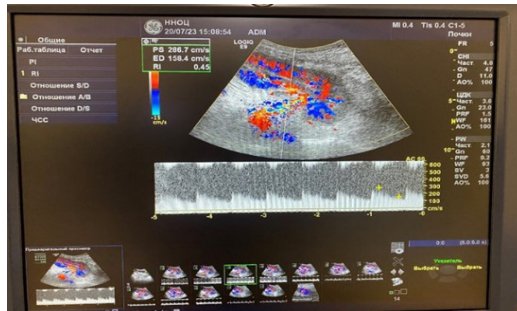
Восстановление перфузии после пульс-терапии
